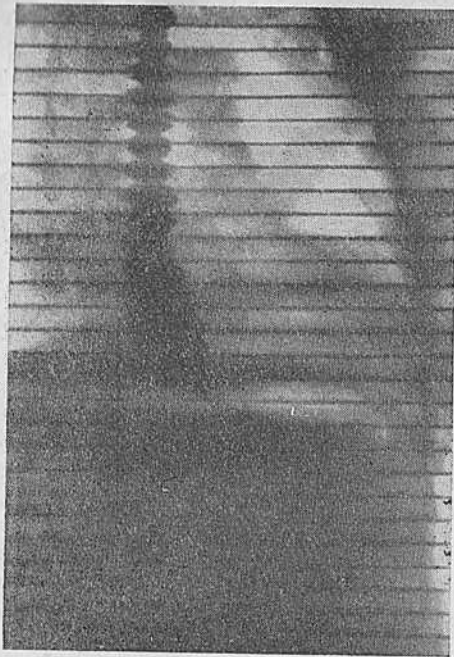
Ахалазия кардии I типа. Рентгенокимограмма пищевода. Выраженные зубцы перистальтики пищевода.
